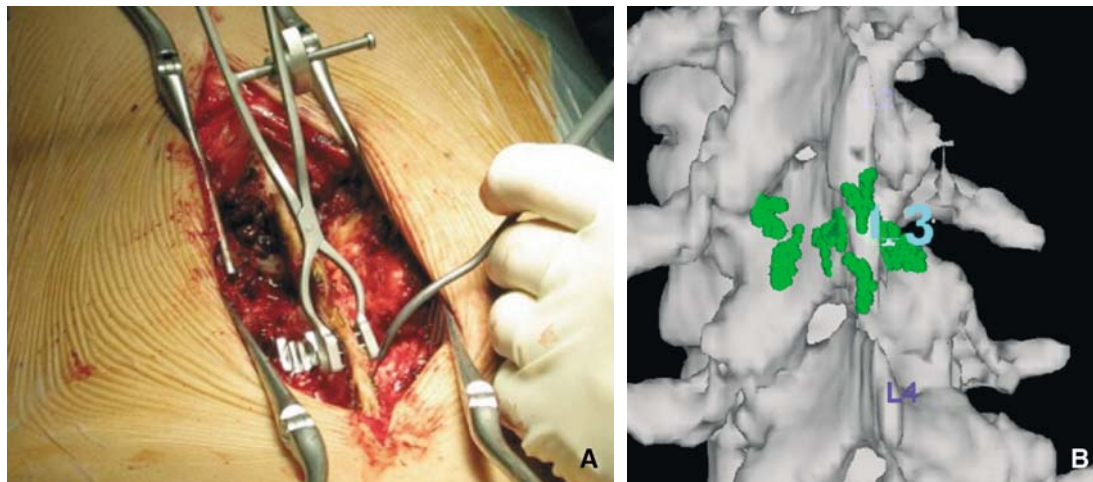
Recalage sur base tomodensitométrique (TDM) (à ciel ouvert ; recalage par marquage de surface). On voit ici l'acquisition de points au niveau de l'arc postérieur de la vertèbre L3. A. Image de la plaie opératoire et B. visualisation à l'écran de l'ordinateur de l'acquisition des points.
